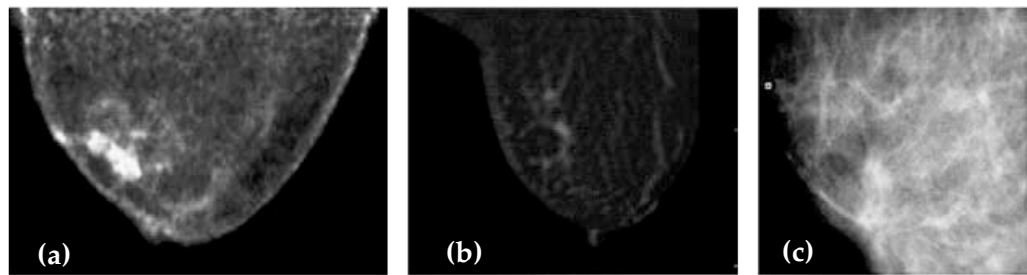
Imagem de DCIS obtida com o scanner *PEM Flex* (a), ressonância magnética (b) e mamografia convencional (c). As lesões DCIS apenas são visíveis na imagem PEM. [34]
